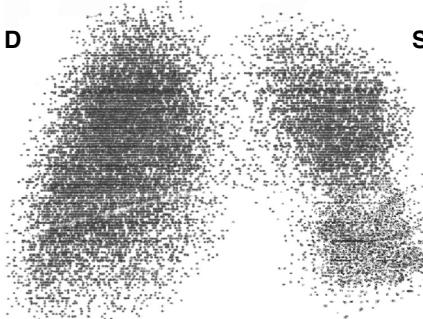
Сцинтиграмма лёгких после тромбэмболэктомии из лёгочной артерии.
